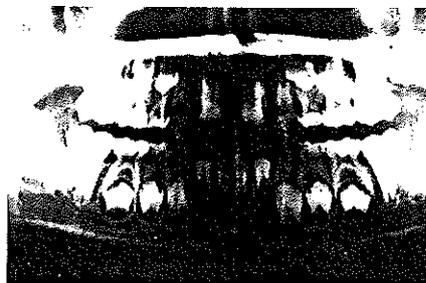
Radiographie panoramique révélant les agénésies.
